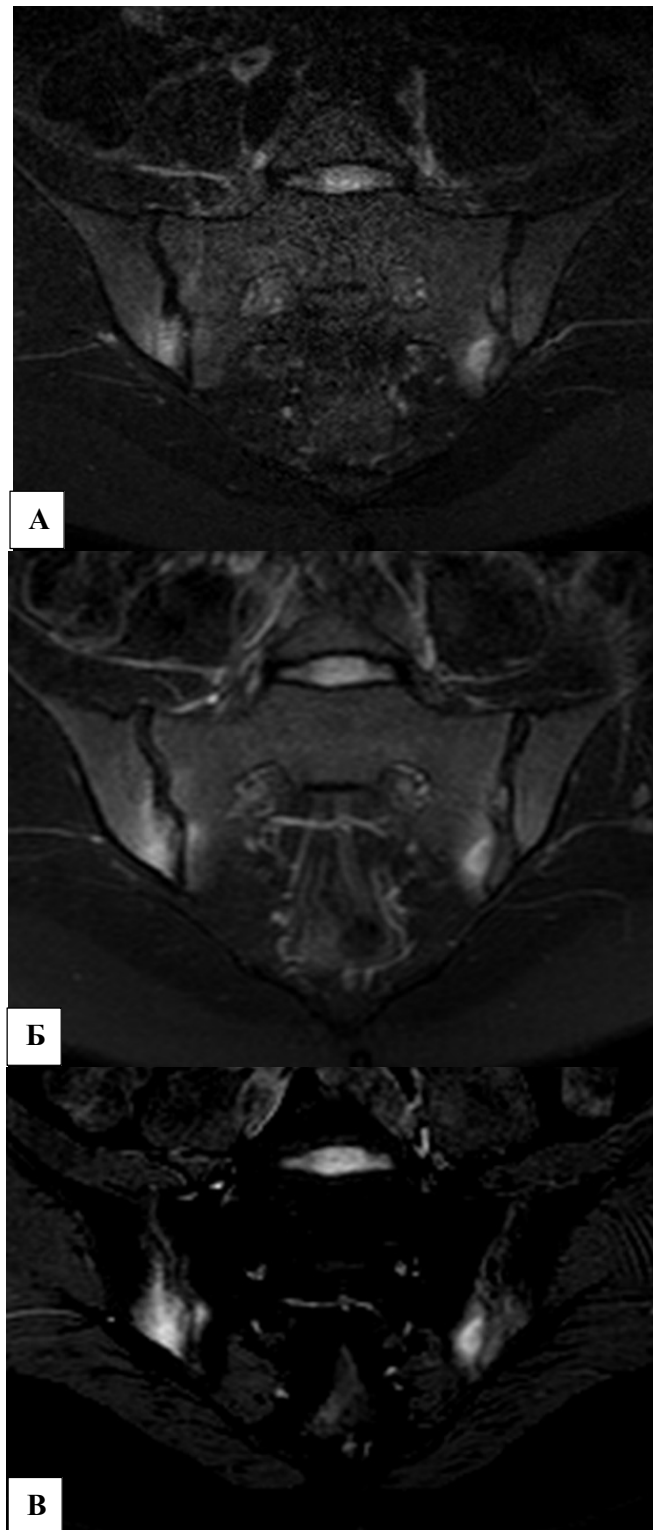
МРТ крестцово-подвздошных суставов в корональной проекции в режимах T2 STIR (А); T2 DIXON серия «только вода» (Б); T2 DIXON субтракция серий «только вода» и «только жир» (В).
